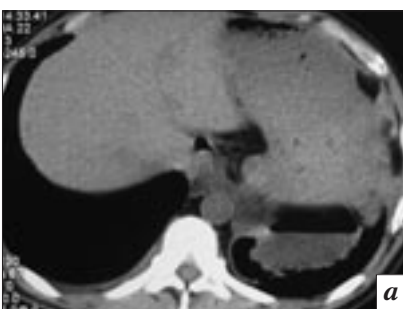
Аксиальные компьютерные томограммы (а, б) на уровне желудка и поджелудочной железы, имеющей кальцинированные включения, и компьютерная томограмма с реконструкцией изображения в сагиттальной проекции (в).
